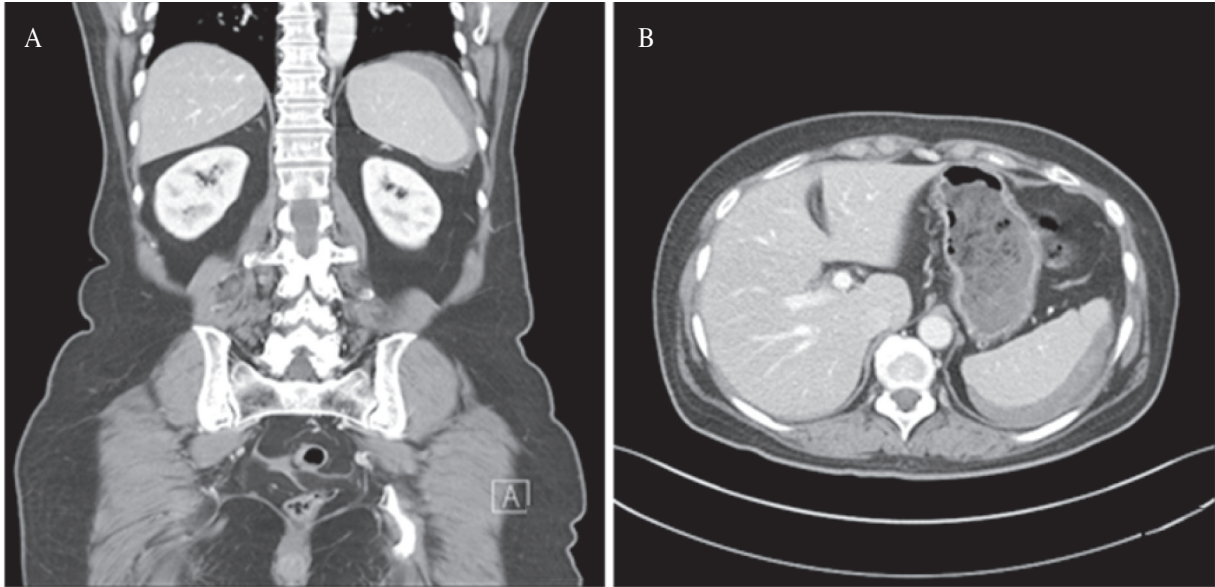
Whole abdomen CT. CT show splenic subcapsular hemorrhage and scanty amount of hemoperitoneum of pelvic cavity. (A) Coronal plane view. (B) Transverse plane view.
